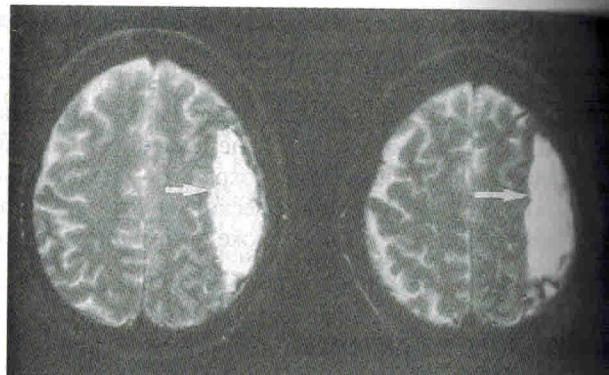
МРТ головы: высокоинтенсивное объемное образование, соответствующее субдуральной гематоме (помечено стрелками)
